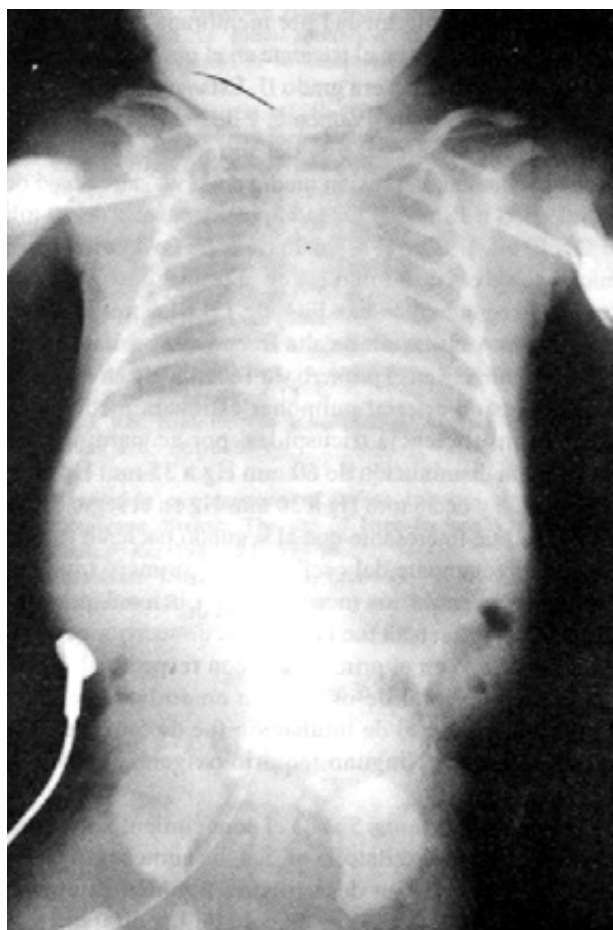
Radiografía de tórax a las 12 horas de vida, 10 horas después de la administración de la primera dosis de surfactante artificial exógeno y 30 minutos después de intubado bajo ventilación mecánica convencional.
